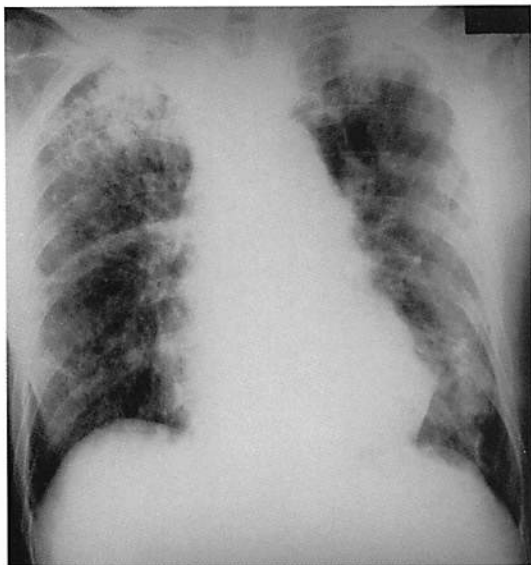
胸部単純X線写真。両側に広がる辺縁優位の浸潤陰影がみられる。右上葉の陰影にはair bronchogramが認められ、ところどころ線状影もみられる。
